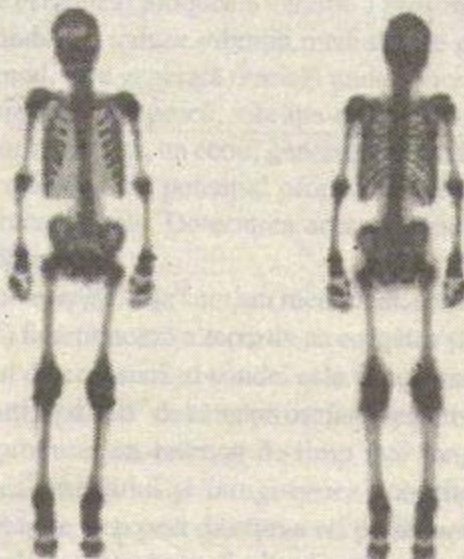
Imaginea scintigrafică a întregului schelet.
